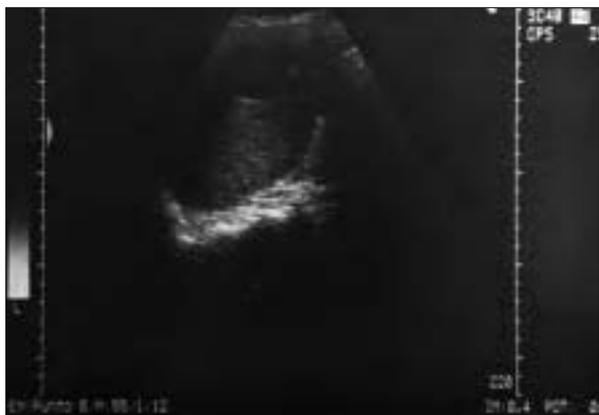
Ecografía abdominal que revela una imagen hipocogénica de aspecto quístico en el interior del bazo.
